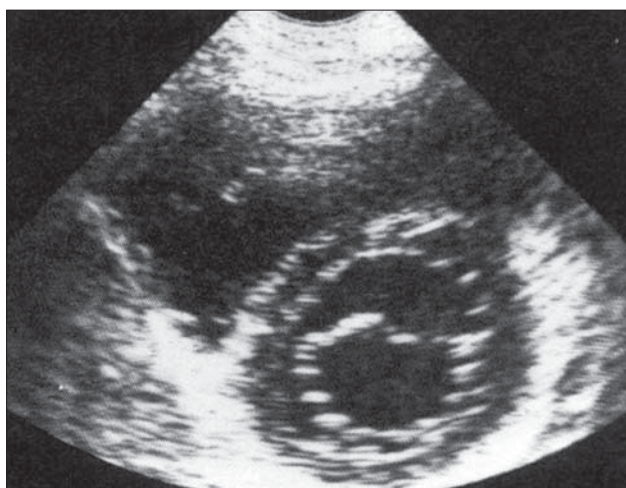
Secțiune parasternală în axul scurt transmitrală
